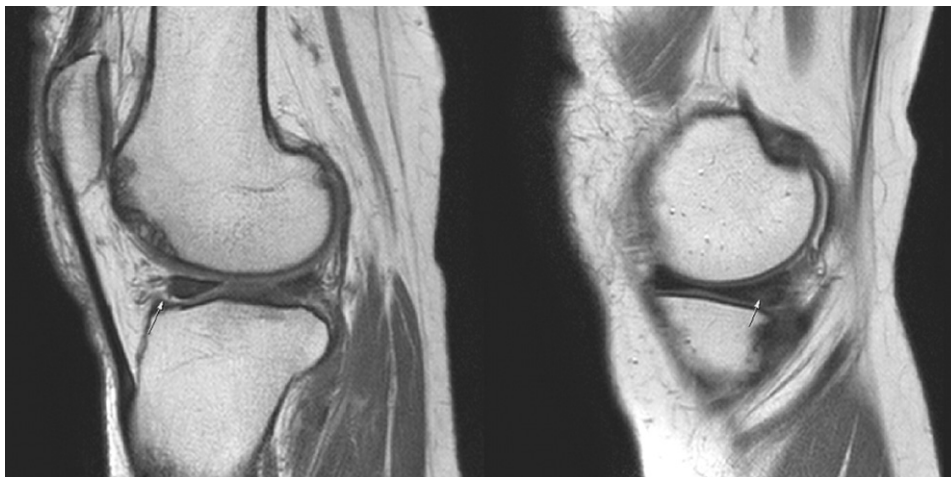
Both knee MRI of case 2.
